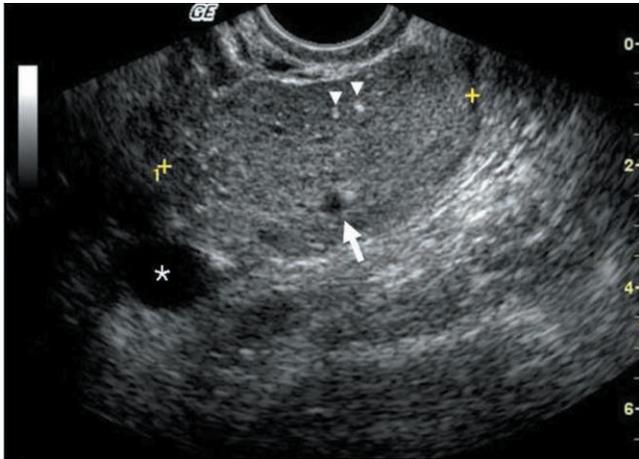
A transvaginal sonogram shows an about 5.2 cm sized smooth marginating, relatively homogeneous isoechoic mass lesion with several small cystic portions (arrow) and echogenic spots (arrow heads) in left adnexa, which is closely located to lateral margin of uterus. Left ovary is relatively well seen (asterisk).
